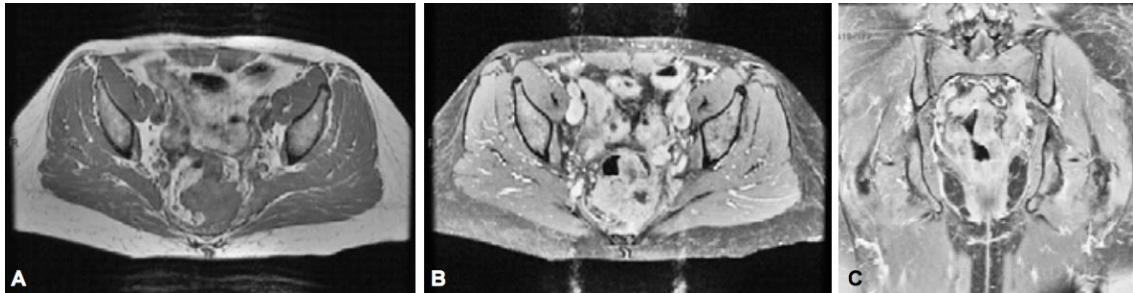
Resonancia Magnética a nivel de pelvis que muestra carcinoma rectal. Axial T1. A) Lesión del recto que involucra la totalidad de la pared, mostrándose hipointensa y estrechando la luz colónica. B) Axial T1 Saturación Grasa y Gadolinio. Reforzamiento intenso de la lesión rectal con aparente compromiso de tejidos blandos adyacentes. C) Coronal T1 Saturación grasa y Gadolinio. Misma lesión, engrosamiento concéntrico de la pared.⁵²
